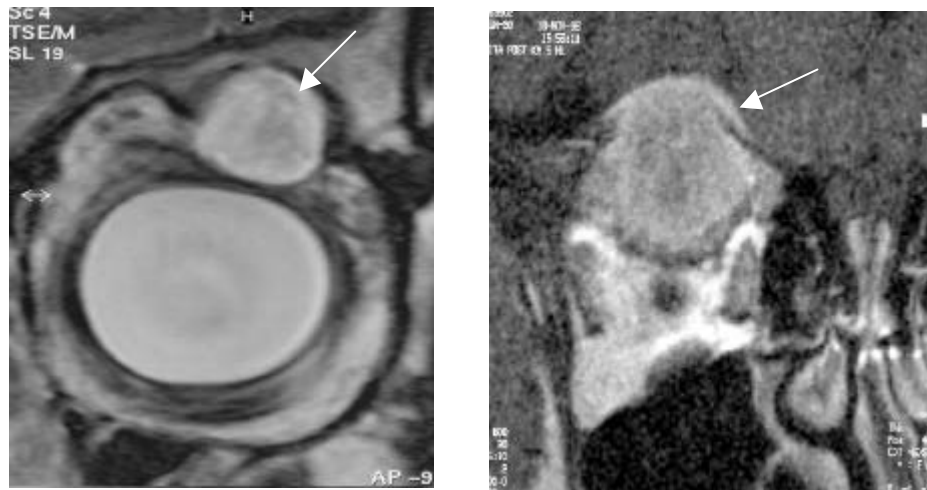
(links) : Epidermoid: Koronare, native T2-gewichtete MRT, Raumforderung mit Knochendefekt im linken superioren subperiostalen Kompartiment
